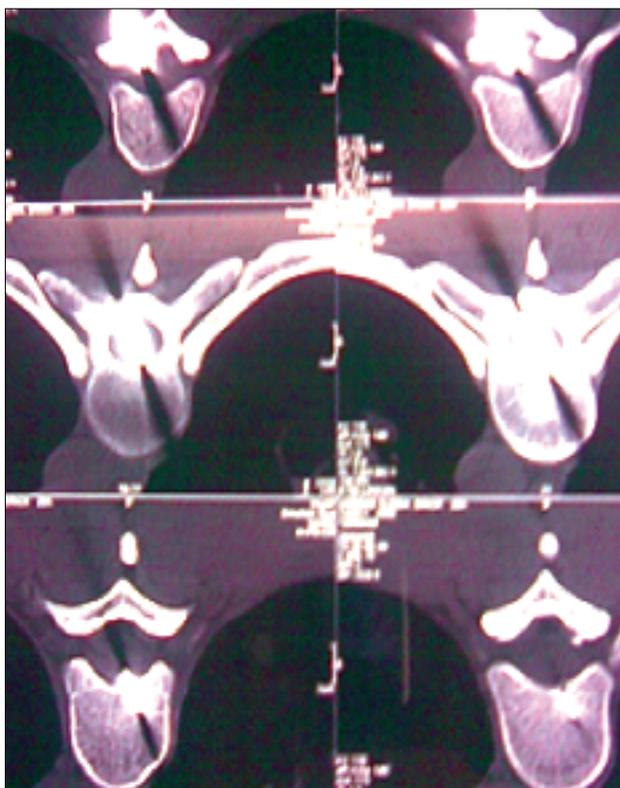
TAC de columna dorsal axial con ventana ósea que evidencia la profundidad de penetración del arma blanca y su ocupación del canal raquídeo a nivel de D6-D7.
